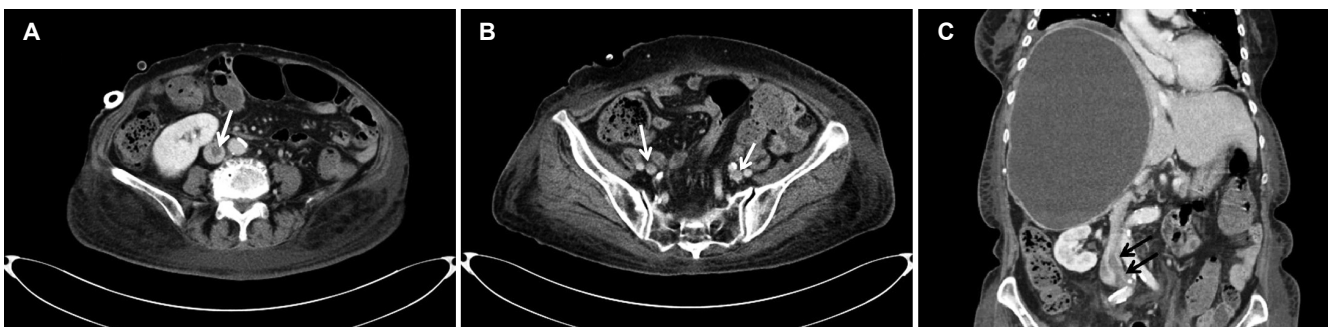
Venogram extremity computed tomography showed thrombosis in the inferior vena cava below the renal vein (A, white arrow) and both femoral veins (B, white arrows) on the axial scan. A long segment of thrombosis near bifurcation of the inferior vena cava into common iliac veins was detected during the coronal scan (C, black arrows).
